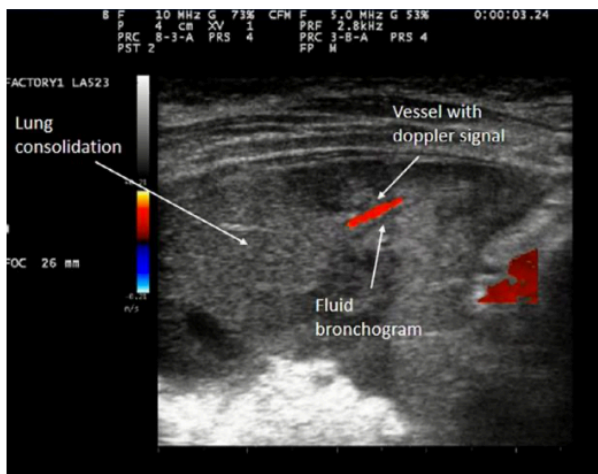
Il broncogramma fluido si verifica quando il contenuto di aria dei bronchi viene sostituito con liquido. Nel contesto di un consolidamento polmonare, i broncogrammi fluidi possono essere distinguibili dai vasi con l'uso dell'imaging Doppler.
